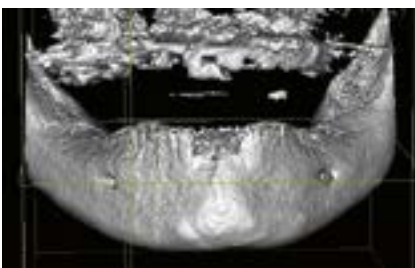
Dreidimensionales CBCT-Bild
